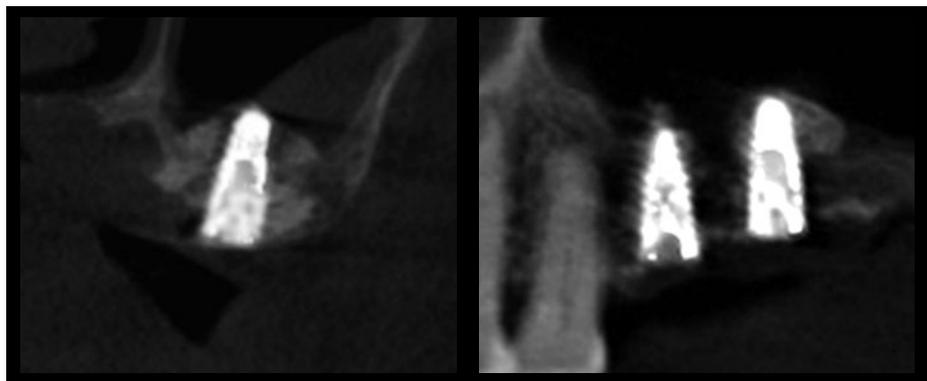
術直後のCT像。ドーム状の挙上が認められる。
